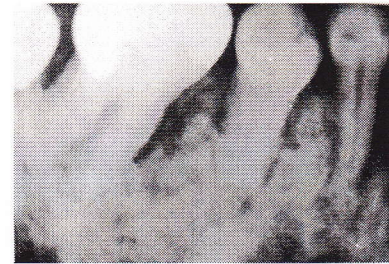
Enfermedad de Paget. Radiografía periapical inferior donde se observa la apariencia de copos de algodón en mandíbula. Imagen tomada de Neville, B. W. et al. (2002). *Oral & maxillofacial pathology*. 3 ed. USA: Saunders. Pág. 543.
